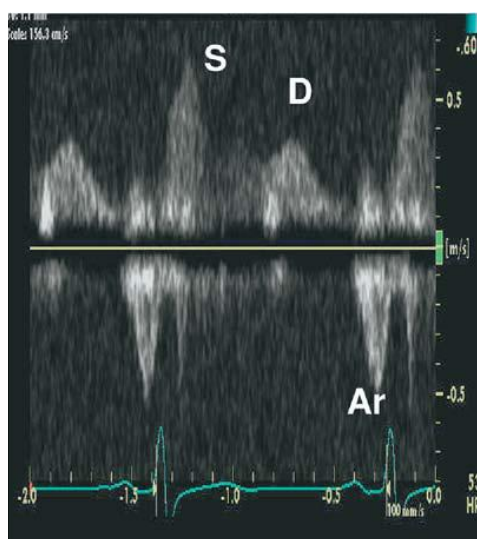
Doppler pulsátil do fluxo em veia pulmonar superior direita
